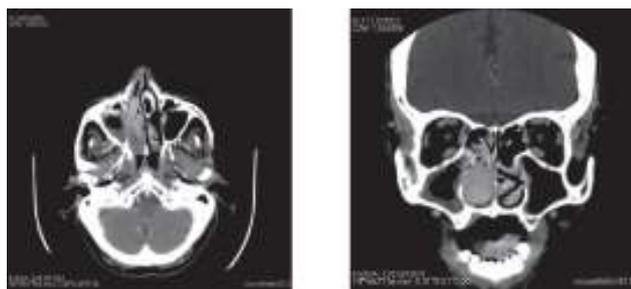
Cortes axial e coronal de TC dos seios perinasais mostrando ocupação da fossa nasal direita por lesão isodensa, com captação de produto de contraste
